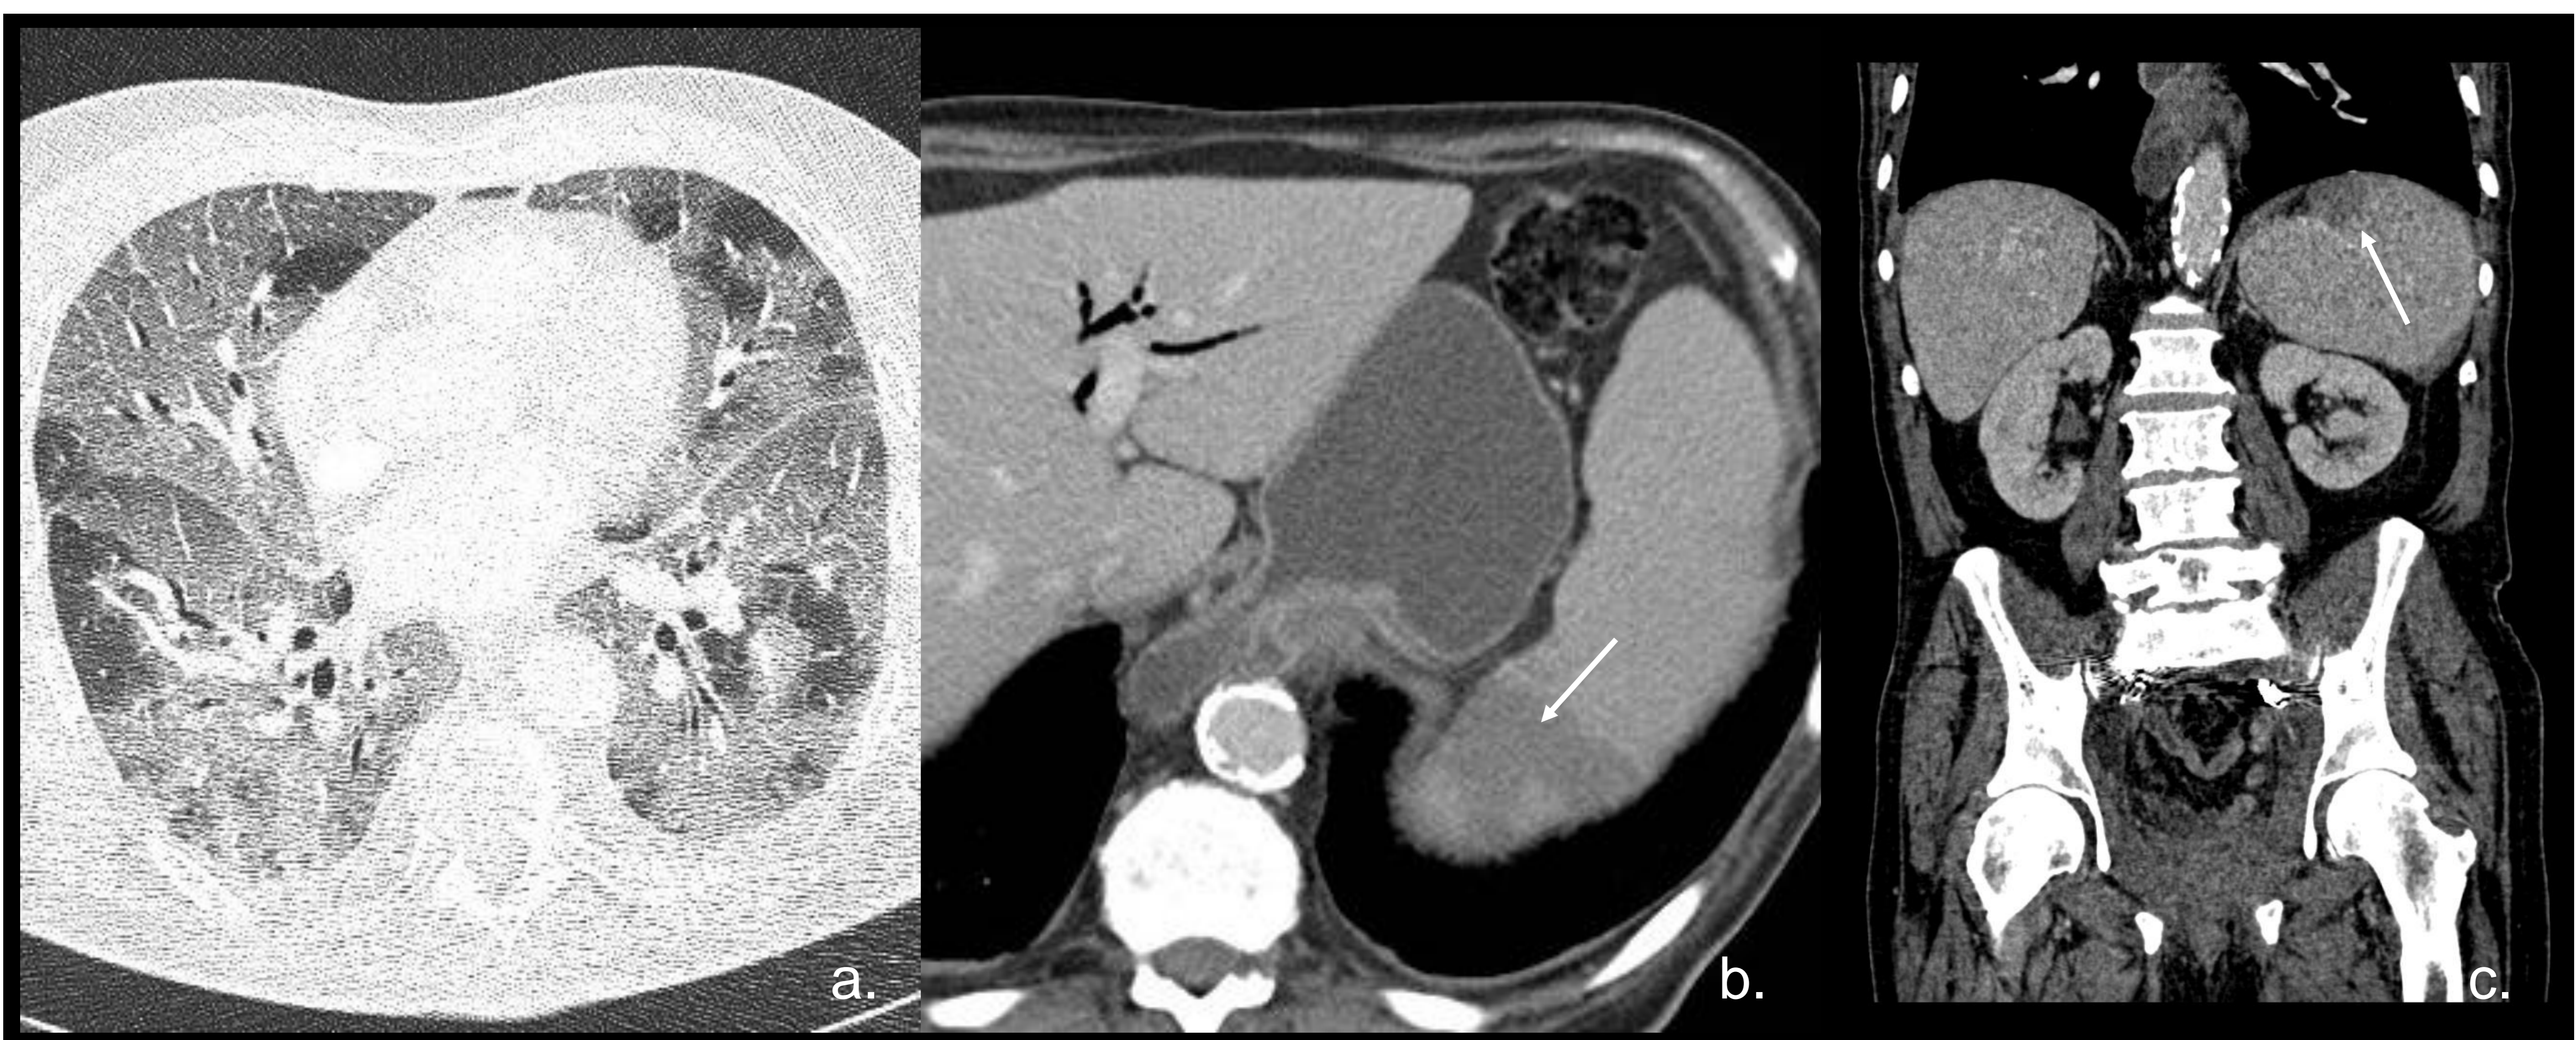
Varón de 70 años con afectación parenquimatosa COVID-19, presenta dolor abdominal agudo, fiebre y elevación Dímero-D. TC abdominal con contraste iv. Ventana de pulmón en campos medios muestra afectación extensa y bilateral en vidrio deslustrado. Corte con ventana de partes blandas en hemiabdomen superior (b) y reconstrucción MPR coronal (c) que demuestra hipodensidad triangular esplénica compatible con infarto (flecha).
